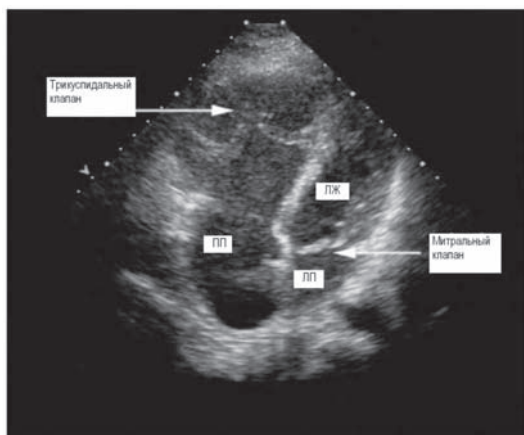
УЗИ картина типичного случая аномалии Эбштейна [27].
